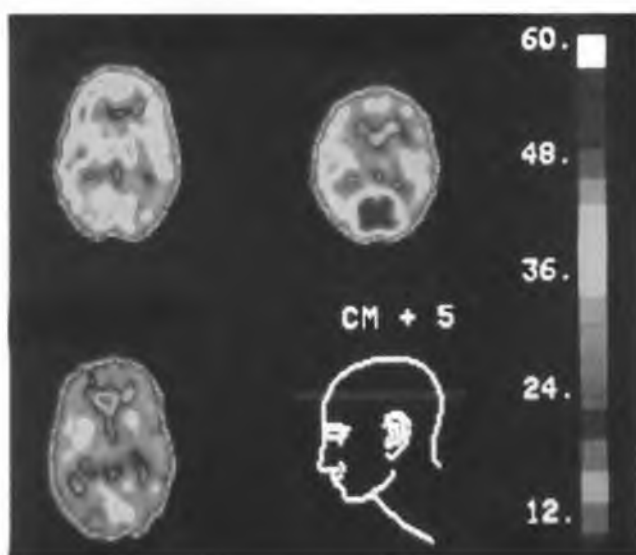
ПЭТ и психические заболевания.
